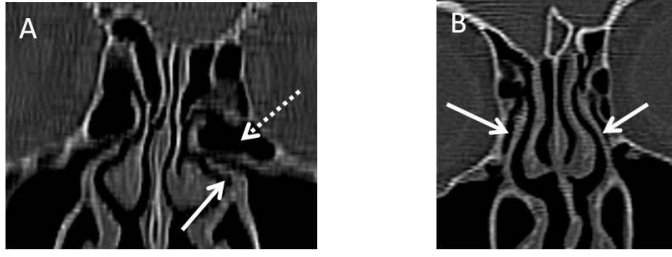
Unsinat bülla. Koronal BT’de A) her iki tarafta pnömatize unsinat proçes izleniyor (düz ok). B) Bilateral unsinat bülla varyasyonu (düz ok) olan farklı bir olguda ostiomeatal komplekste daralma dikkati çekmektedir.
